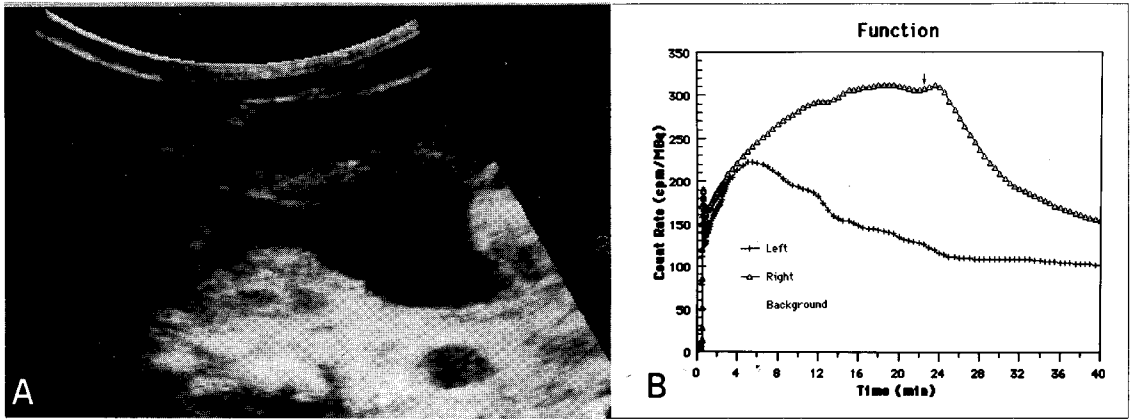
Three-year-old female having a moderate hydronephrosis in left kidney. A. Ultrasonogram shows dilated pelvis without calyceal dilation (grade III). B. Diuretic renal scan demonstrates the amount of tracer within the collecting system decrease rapidly following furosemide administration(arrow). The calculated half time is less than 20 minutes, indicating nonobstruction.
